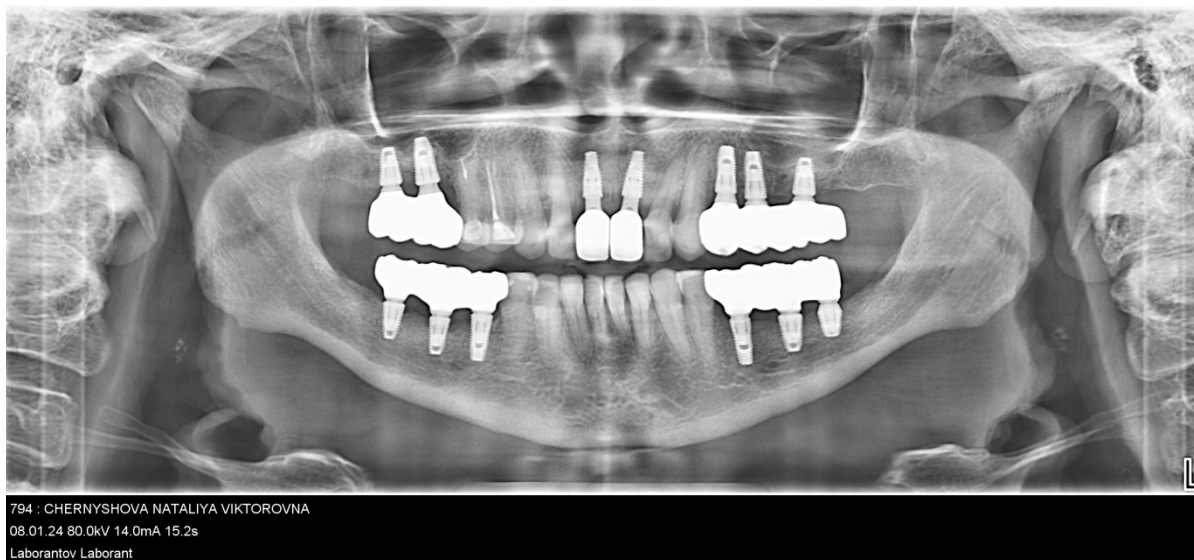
Ортопантомограмма через 4 месяца
